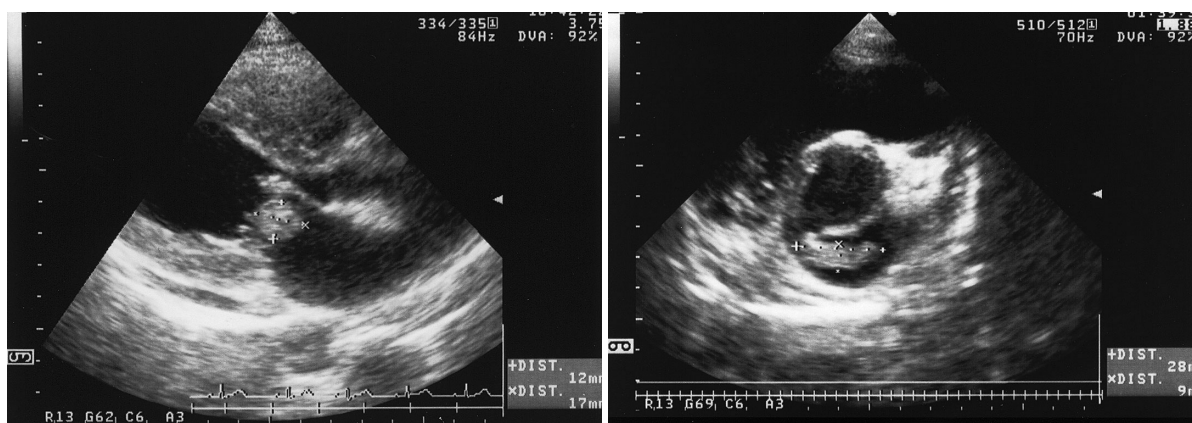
Transthoracic echocardiograms taken at first presentation
